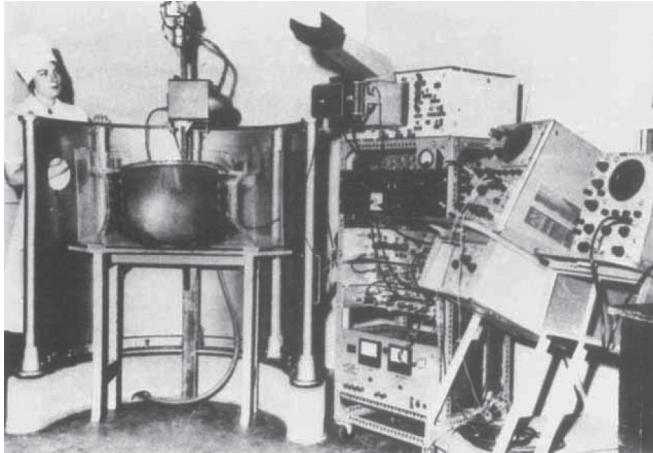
オーストラリアの Ultrasonics Institute グループが製作した水浸接触式コンパウンドスキャナ Mark I (George Kossoff の許可を得て転載)。
